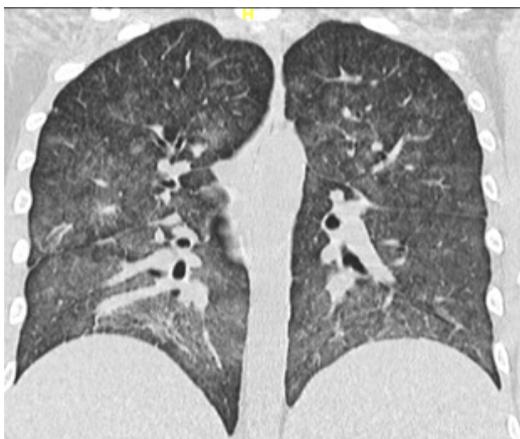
Corte axial de tomografía de tórax. Corte frontal de tomografía de tórax.
